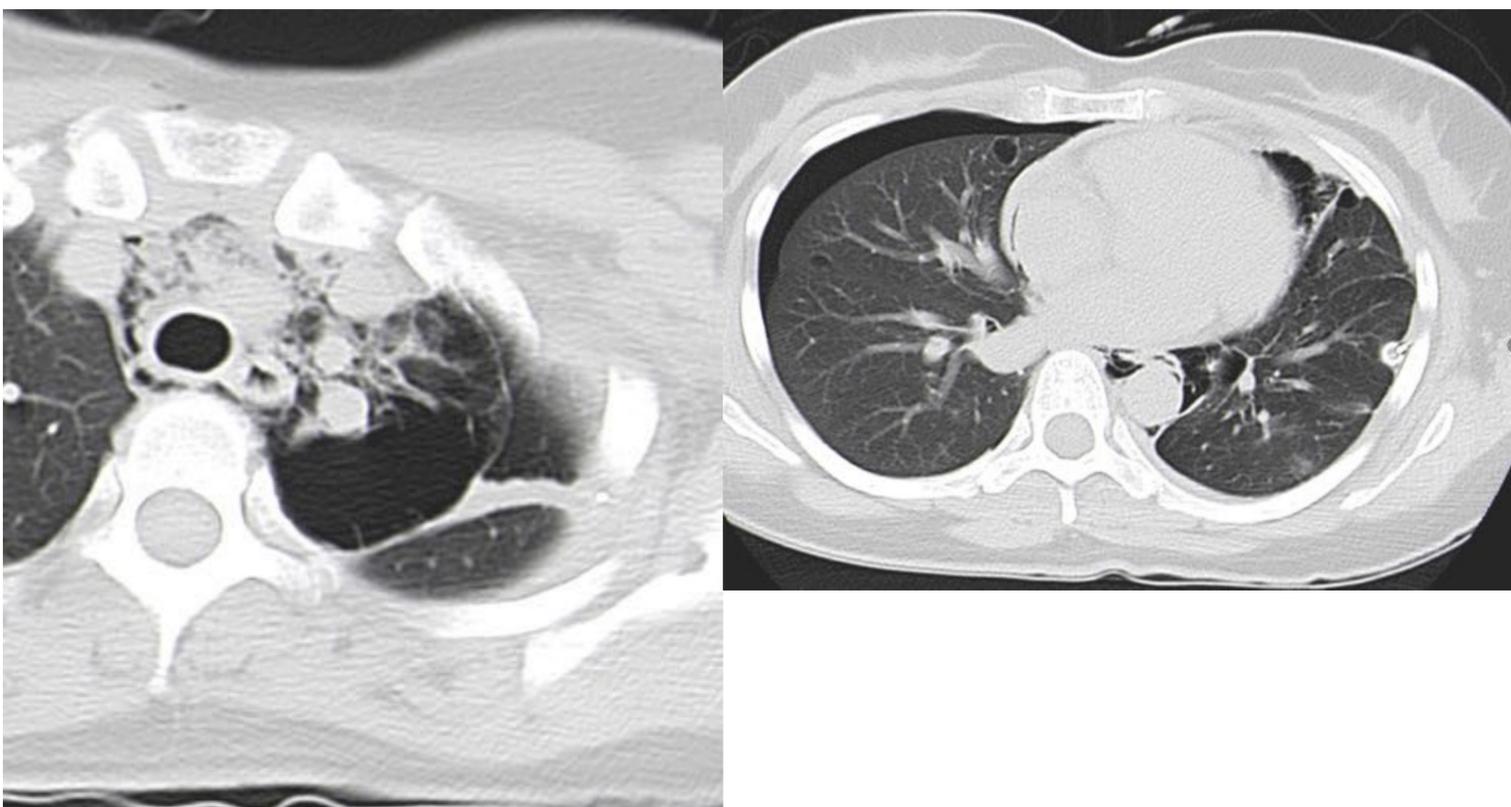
TC posterior en el que se observa bulla apical izquierda con enfisema mediastínico y neumotórax bilateral con presencia de quistes pulmonares característicos.
